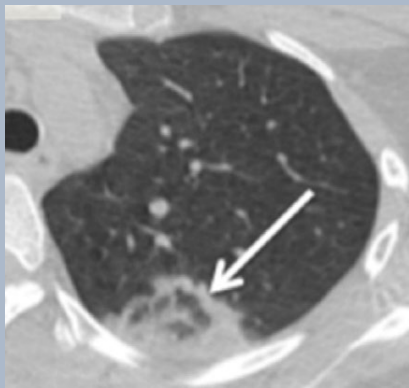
CT nalaz 86-godišnjeg SARS-CoV-2 pozitivnog muškarca. Bilateralni subpleuralni GGO sa udruženim zadebljanjem interlobularnih septi- “crazy paving”.
